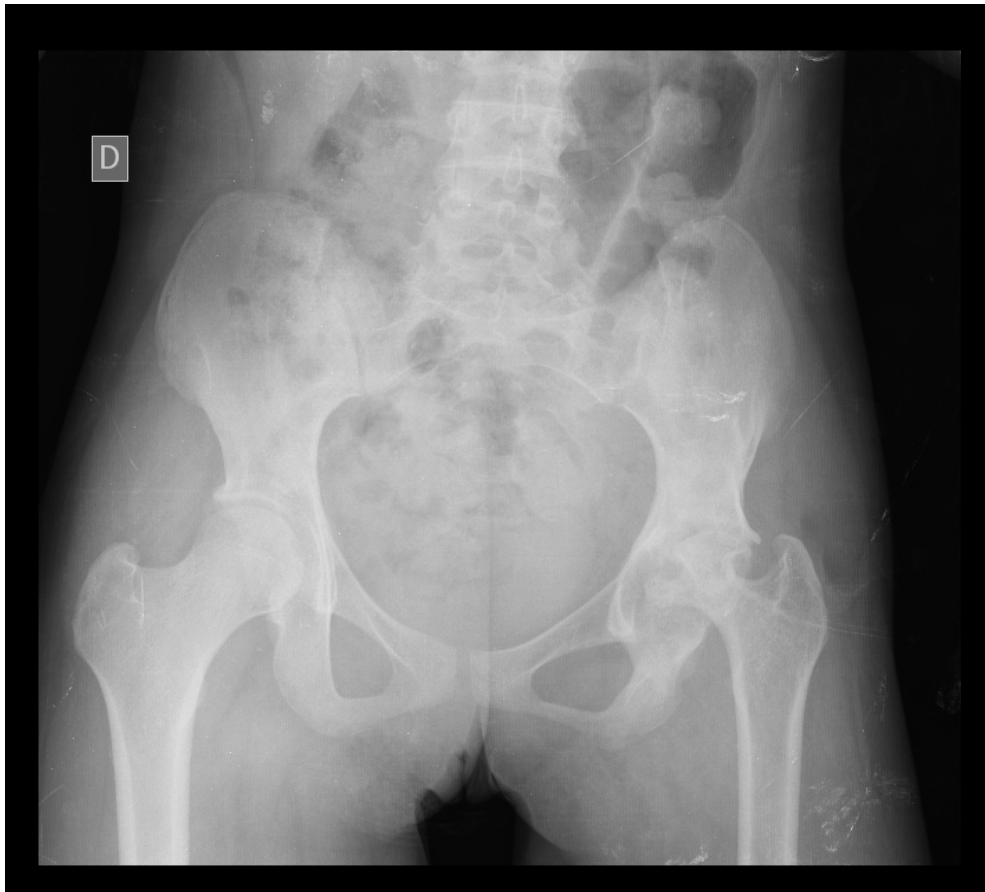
Radiographie du bassin de face debout (coxarthrose gauche)
